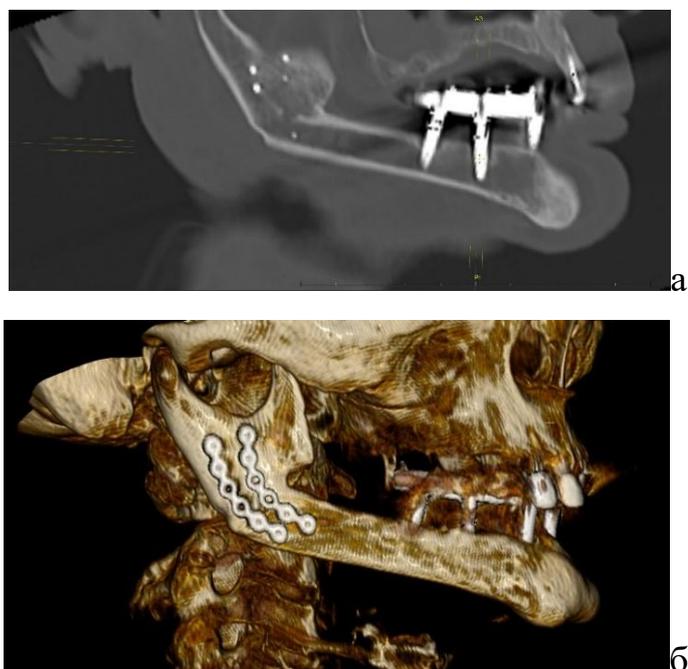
а, б – КТ–грамма пациента после проведения ортопедического лечения
